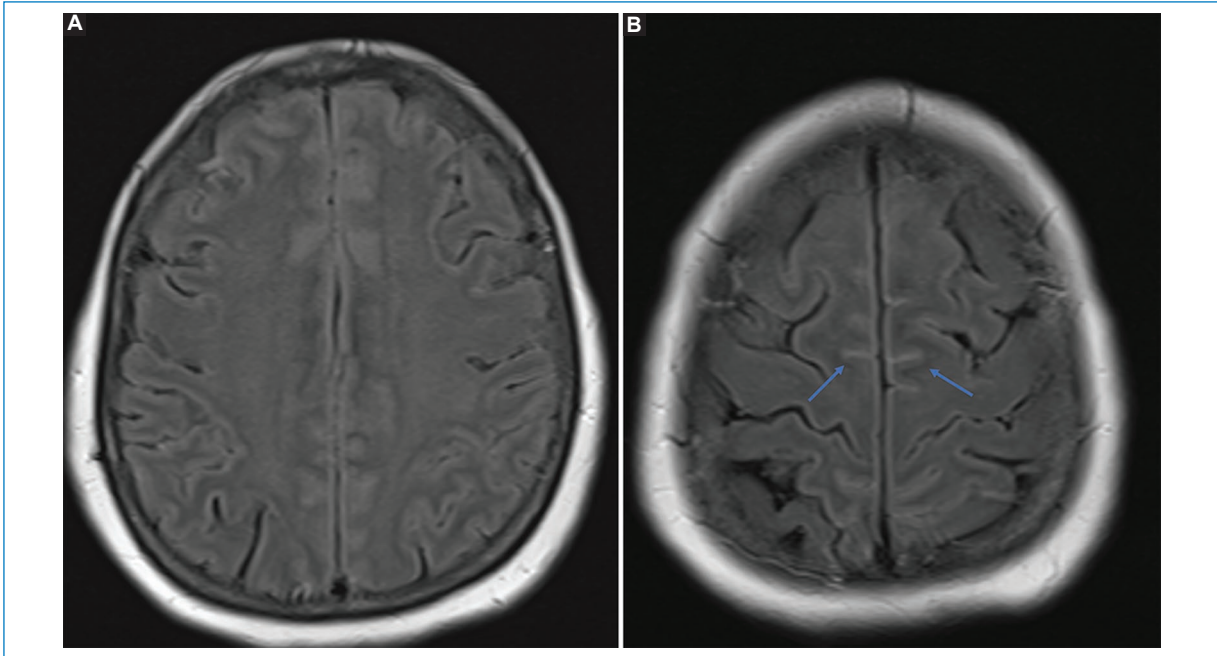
Paciente de sexo femenino con antecedente de cáncer de mama y cefalea. La resonancia magnética (A y B) mostró hiperintensidad de señal difusa en el espacio subaracnoideo (flechas) en secuencia FLAIR, con posterior confirmación de una carcinomatosis leptomeníngea mediante biopsia y punción lumbar.
